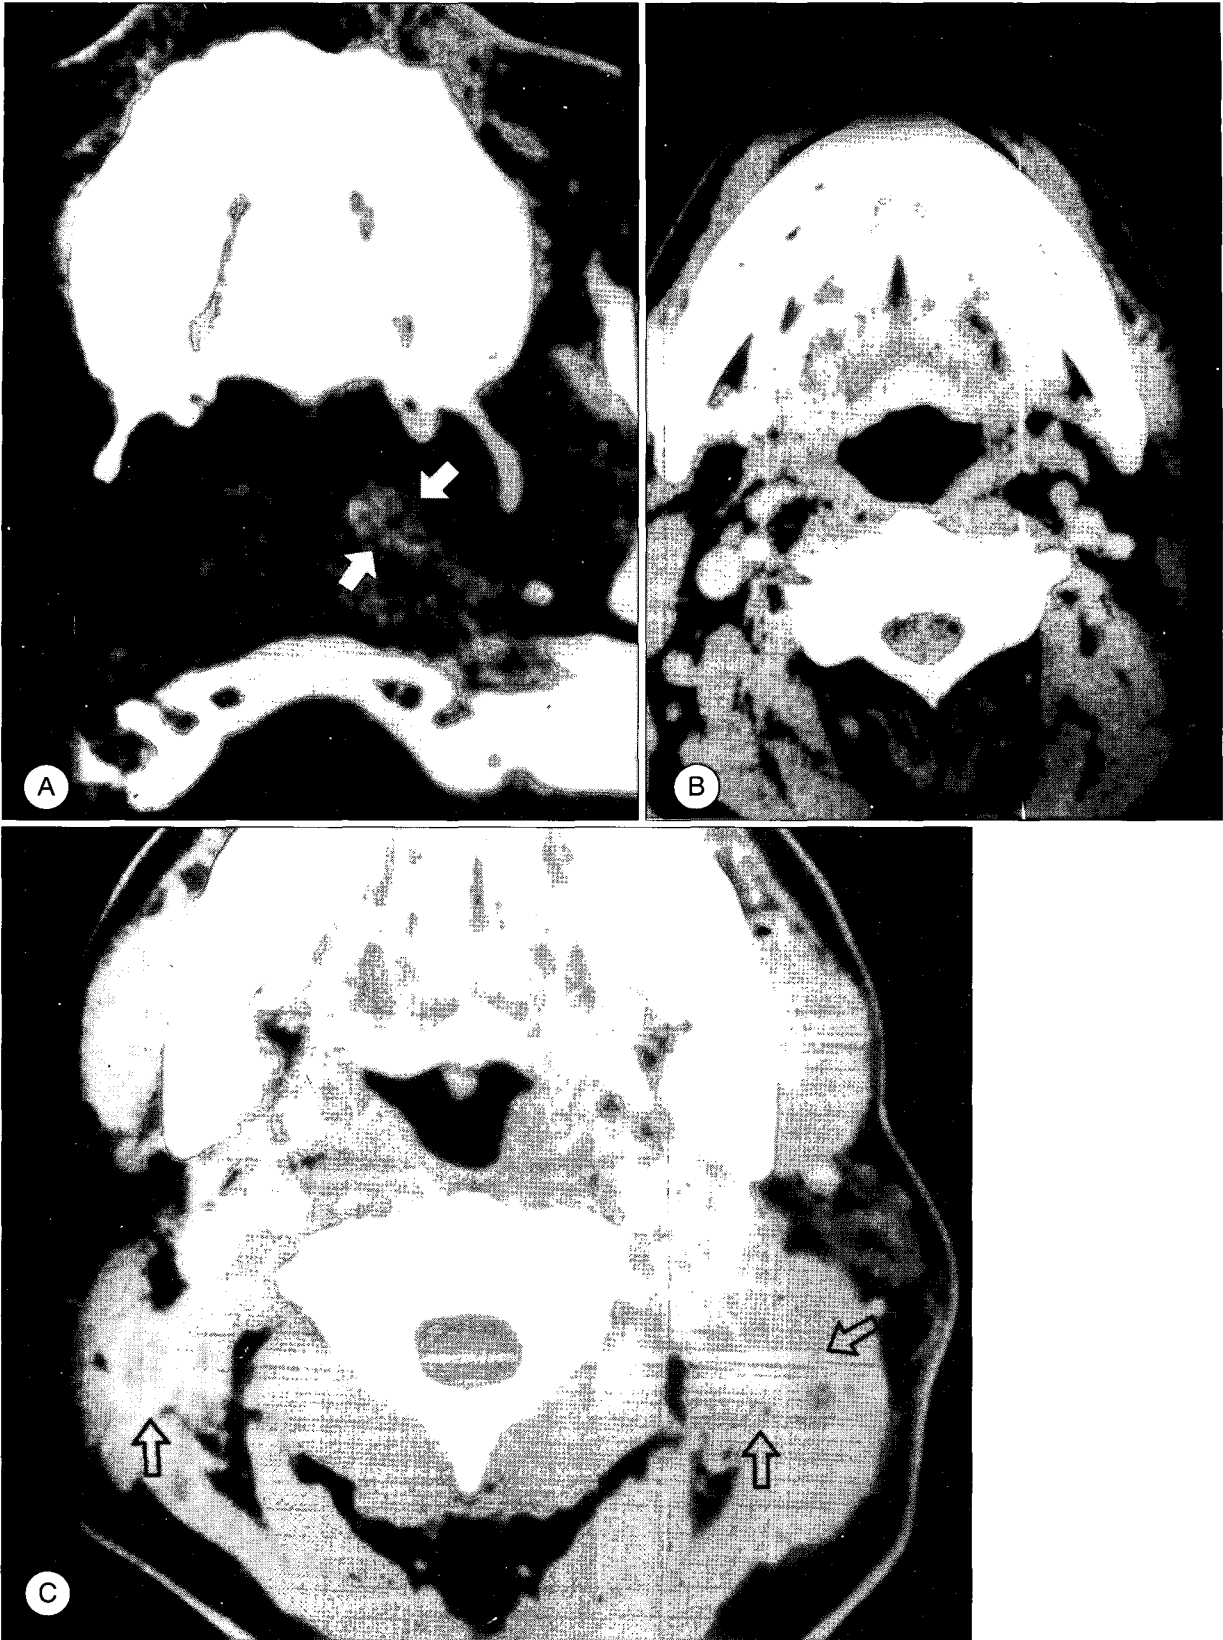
Bilateral nodal recurrence of nasopharyngeal cancer. A : Pre-therapy CT shows relatively well enhancing mass in left nasopharynx (arrows). B : Pre-therapy CT shows no definite lymphadenopathy. C : Postoperative and post-radiotherapy CT of 5 months follow up shows right internal jugular node and conglomerated heterogenous left lymphadenopathies at left internal jugular node(open arrows).
